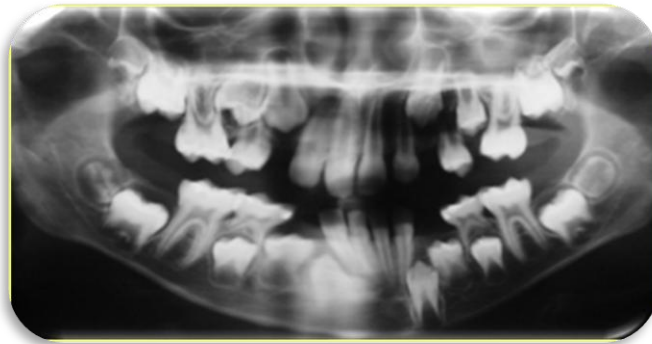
Radiografía panorámica con erupción de primeros premolares superiores con poco desarrollo radicular e impactación de segundos premolares superiores.
